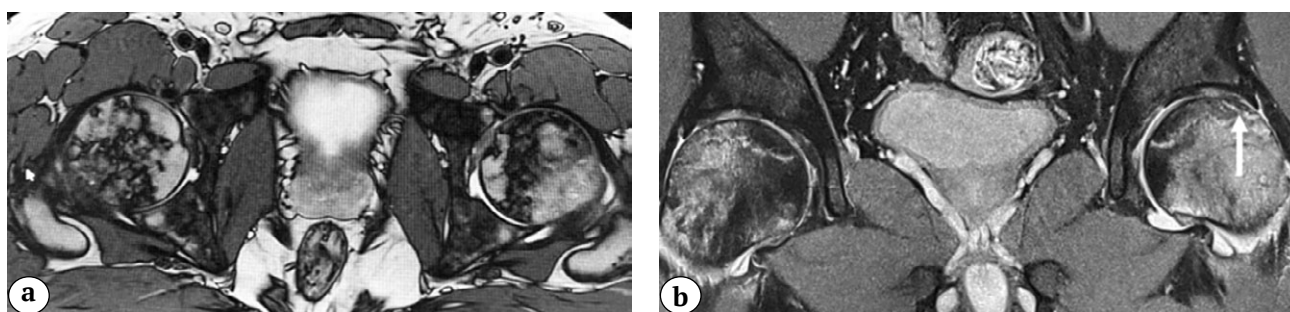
МРТ-признаки двустороннего некроза головок бедренных костей у пациентки 3: слева — стадия ARCO III C у пациентки 3, справа — ARCO IIB; а — аксиальная проекция; б — фронтальная проекция (стрелка демонстрирует симптом «полумесяца», свидетельствующий о субхондральном переломе кости)
